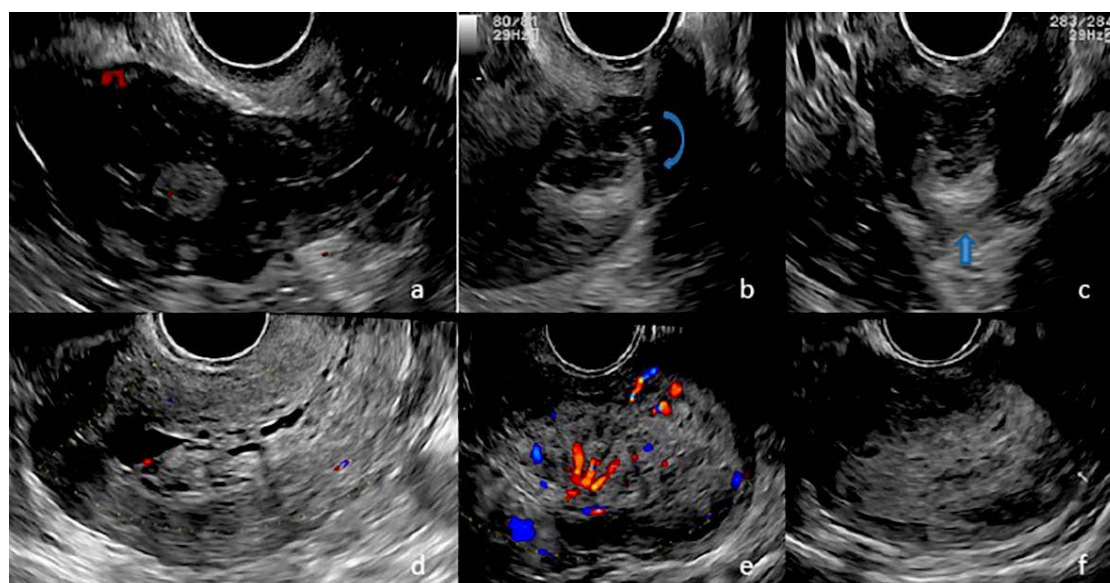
Diferentes patrones de alteración en endometrio caracterizados con ultrasonido transvaginal. a) Lesión poplipoide dependiente del margen anterior del endometrio, se asocia a hidrometra. b) y c) Cáncer endometrial con extensión al cervix e invasión estromal. d) Engrosamiento endometrial con cambios por degeneración quística e hidrometra, reporte histopatológico hiperplasia. e) y f) Cáncer endometrial: engrosamiento difuso con cambios quísticos, incremento de su vascularidad y datos de invasión miometrial.
